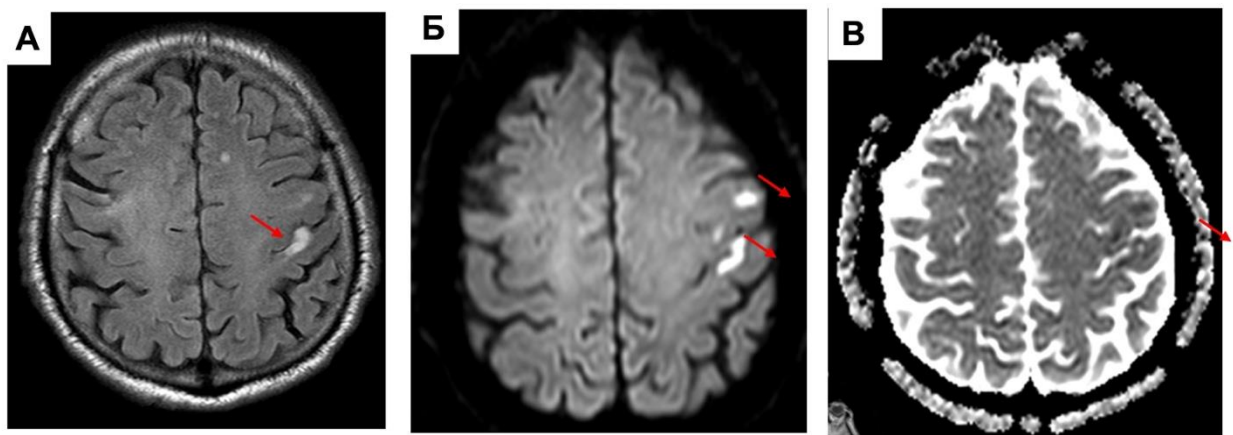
МРТ головного мозга с признаками острого нарушения мозгового кровообращения, вероятно эмболического генеза, аксиальный срез. По коре на уровне предцентральной борозды и лобных извилин слева визуализируются очаги острого ишемического повреждения, характерные для эмболического инсульта (стрелки): А - T2 – FLAIR; Б – ДВИ с фактором b1000; В – карта ИКД.
